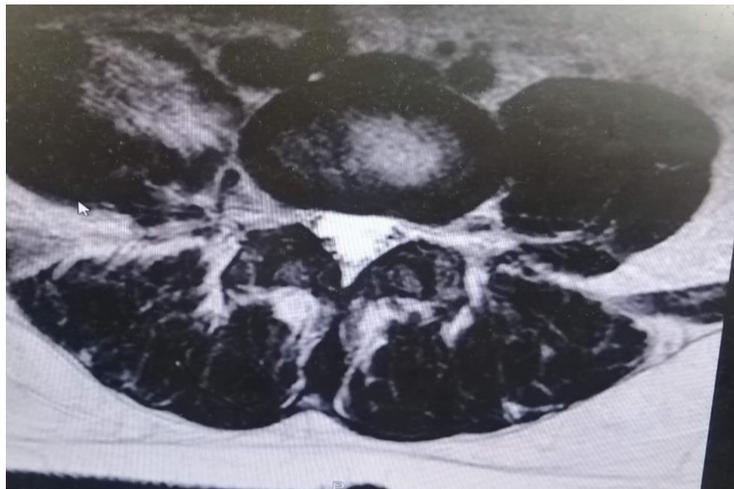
Resultado de estudio de resonancia magnética de columna dorsolumbar.⁽²⁾
